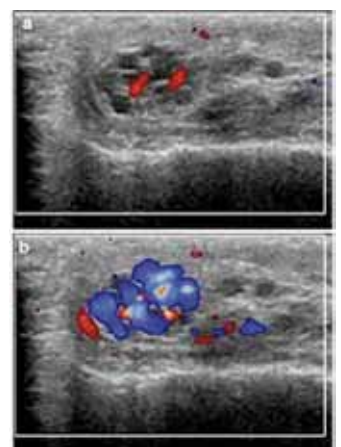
Farbcodierte Dopplersonographie bei Varicozele: Der durch Pressdruck erzeugte „Blutswall“ zum Hoden hin wird sichtbar gemacht (blaue Formationen in der unteren Abb.).
